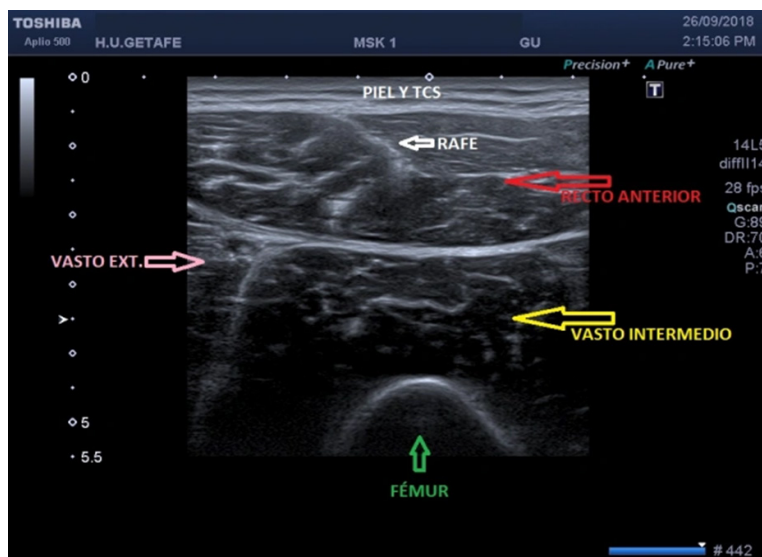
Masa muscular del muslo medida por ecografía.
